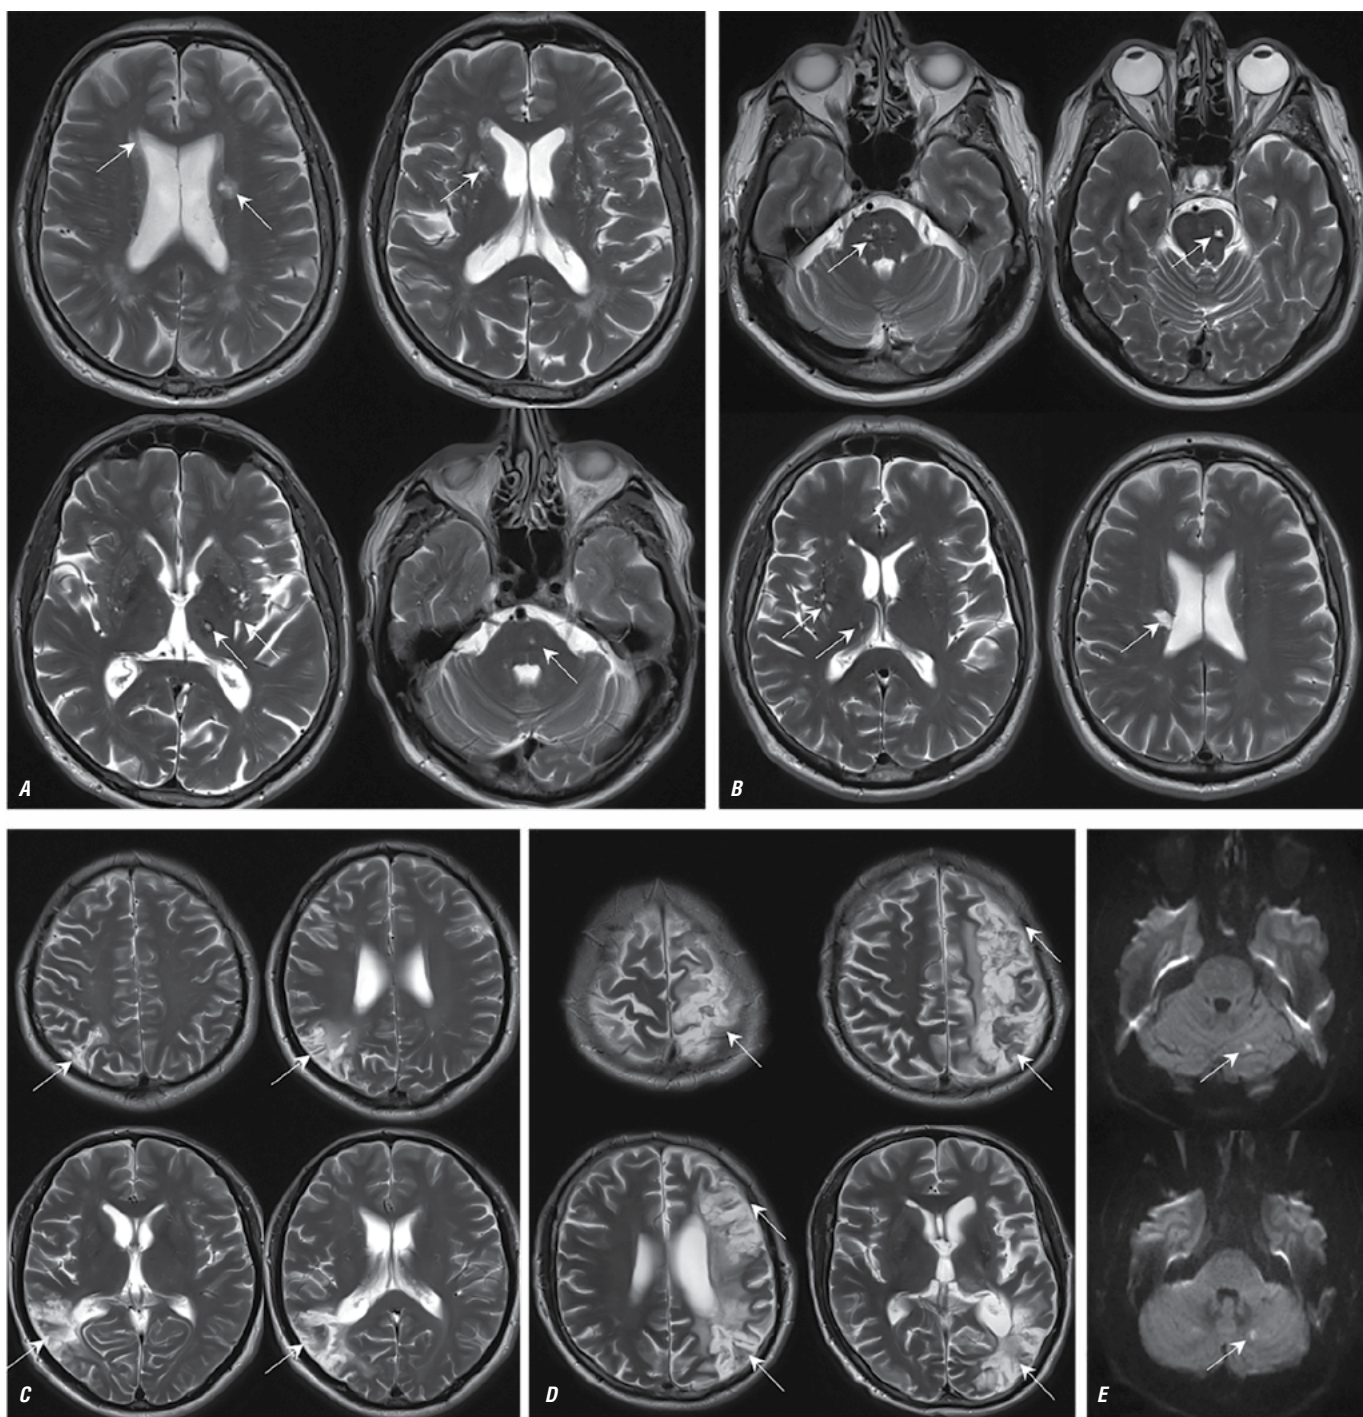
МРТ головного мозга пациентов с ИП в аксиальной проекции в режимах T2 (A–D) и ДВИ с b-фактором 1000 с/мм² (E). Визуализируются два основных паттерна поражения: небольшие постинфарктные очаги в глубоком белом веществе, базальных ганглиях и стволе мозга (A, B), у 1 пациентки обнаружены очаги острой ишемии в левом полушарии мозжечка (E); крупные корковые постинфарктные изменения в бассейне средней мозговой артерии и зонах смежного кровоснабжения без вовлечения базальных ядер (C, D); постинфарктные изменения (A–D) и очаги острой ишемии (E) указаны стрелками.
